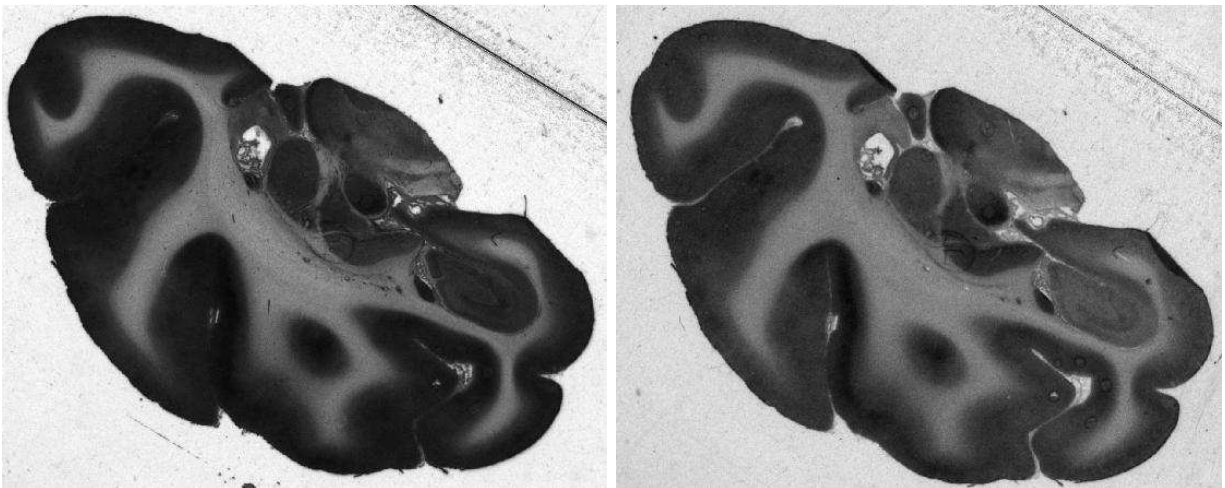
Image autoradiographique de l'hémisphère gauche postérieure d'un singe rhésus, marquée avec deux isotopes différents. A gauche : image marquée avec l'isotope Tritium ; A droite : même image mais marquée avec l'isotope ^{14}C .
